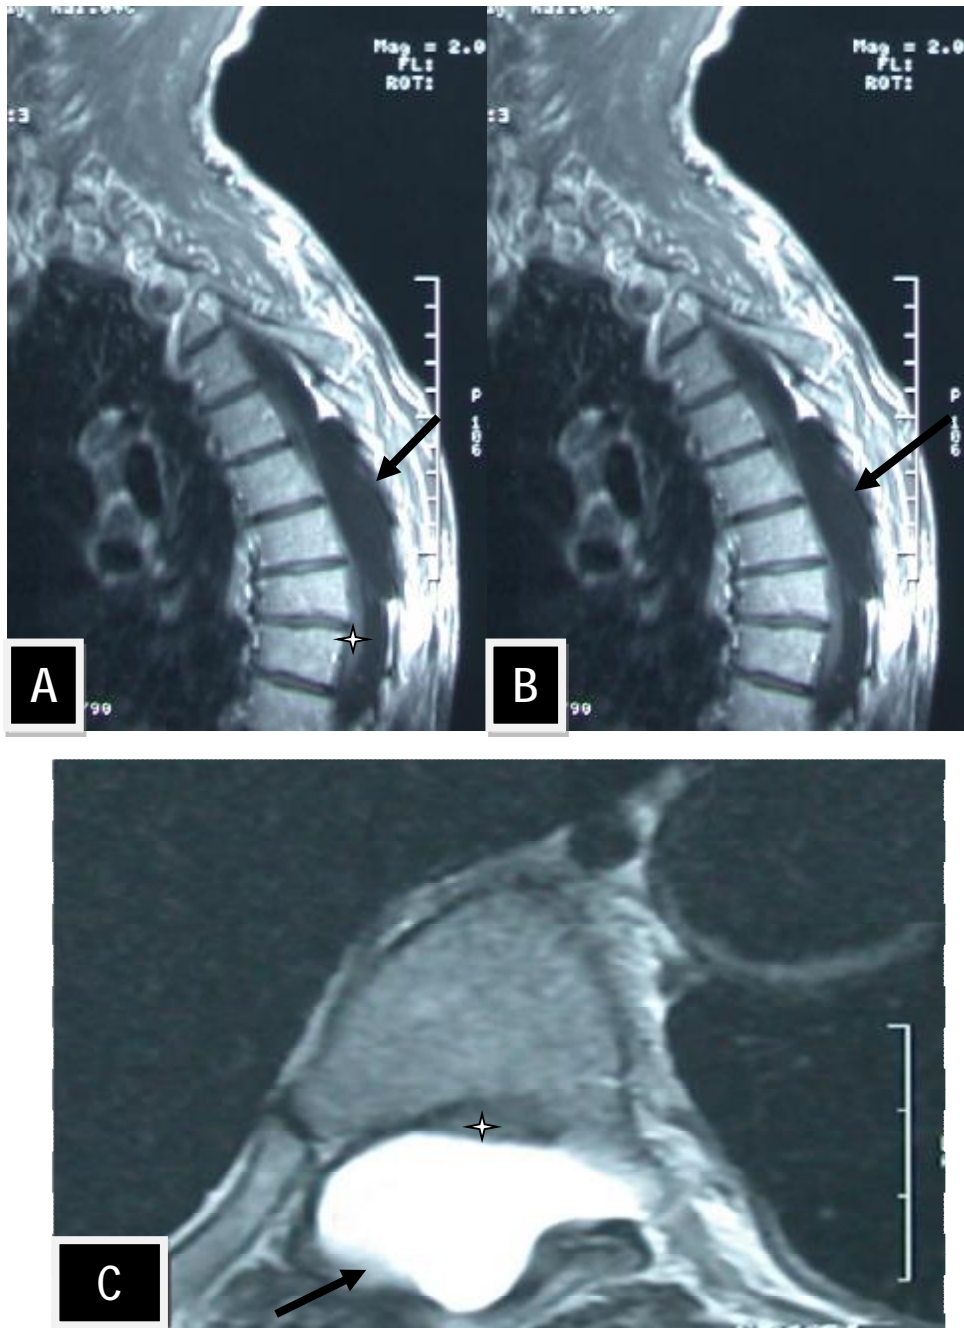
IRM médullaire en coupes sagittales T1 avec contraste (A, B) et axiale T2 (C) montrant une lésion kystique (Flèche) de signal similaire à celui du LCR, ne prenant pas le produit de contraste, étendue de T7 à T9, comprimant fortement la moelle épinière (Astérix) contre le mur postérieur des corps vertébraux.
